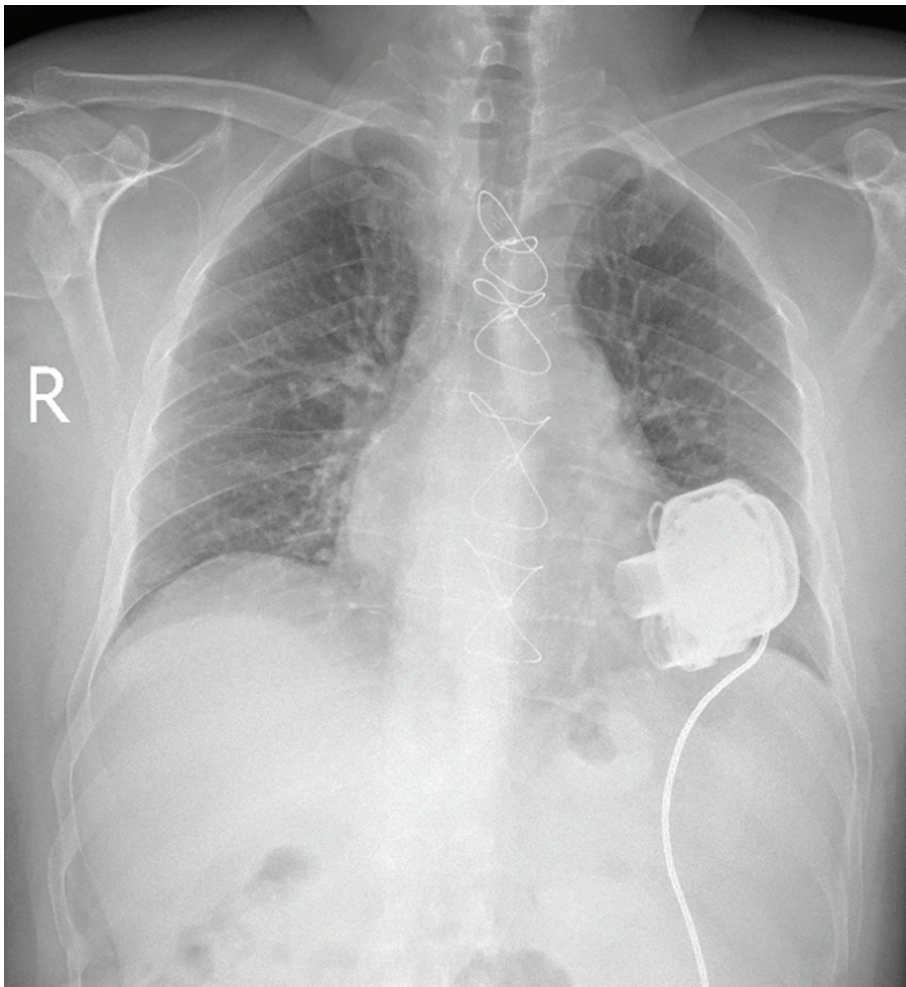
Рентгенографія пацієнта до проведення оперативного втручання: трансплантація серця
